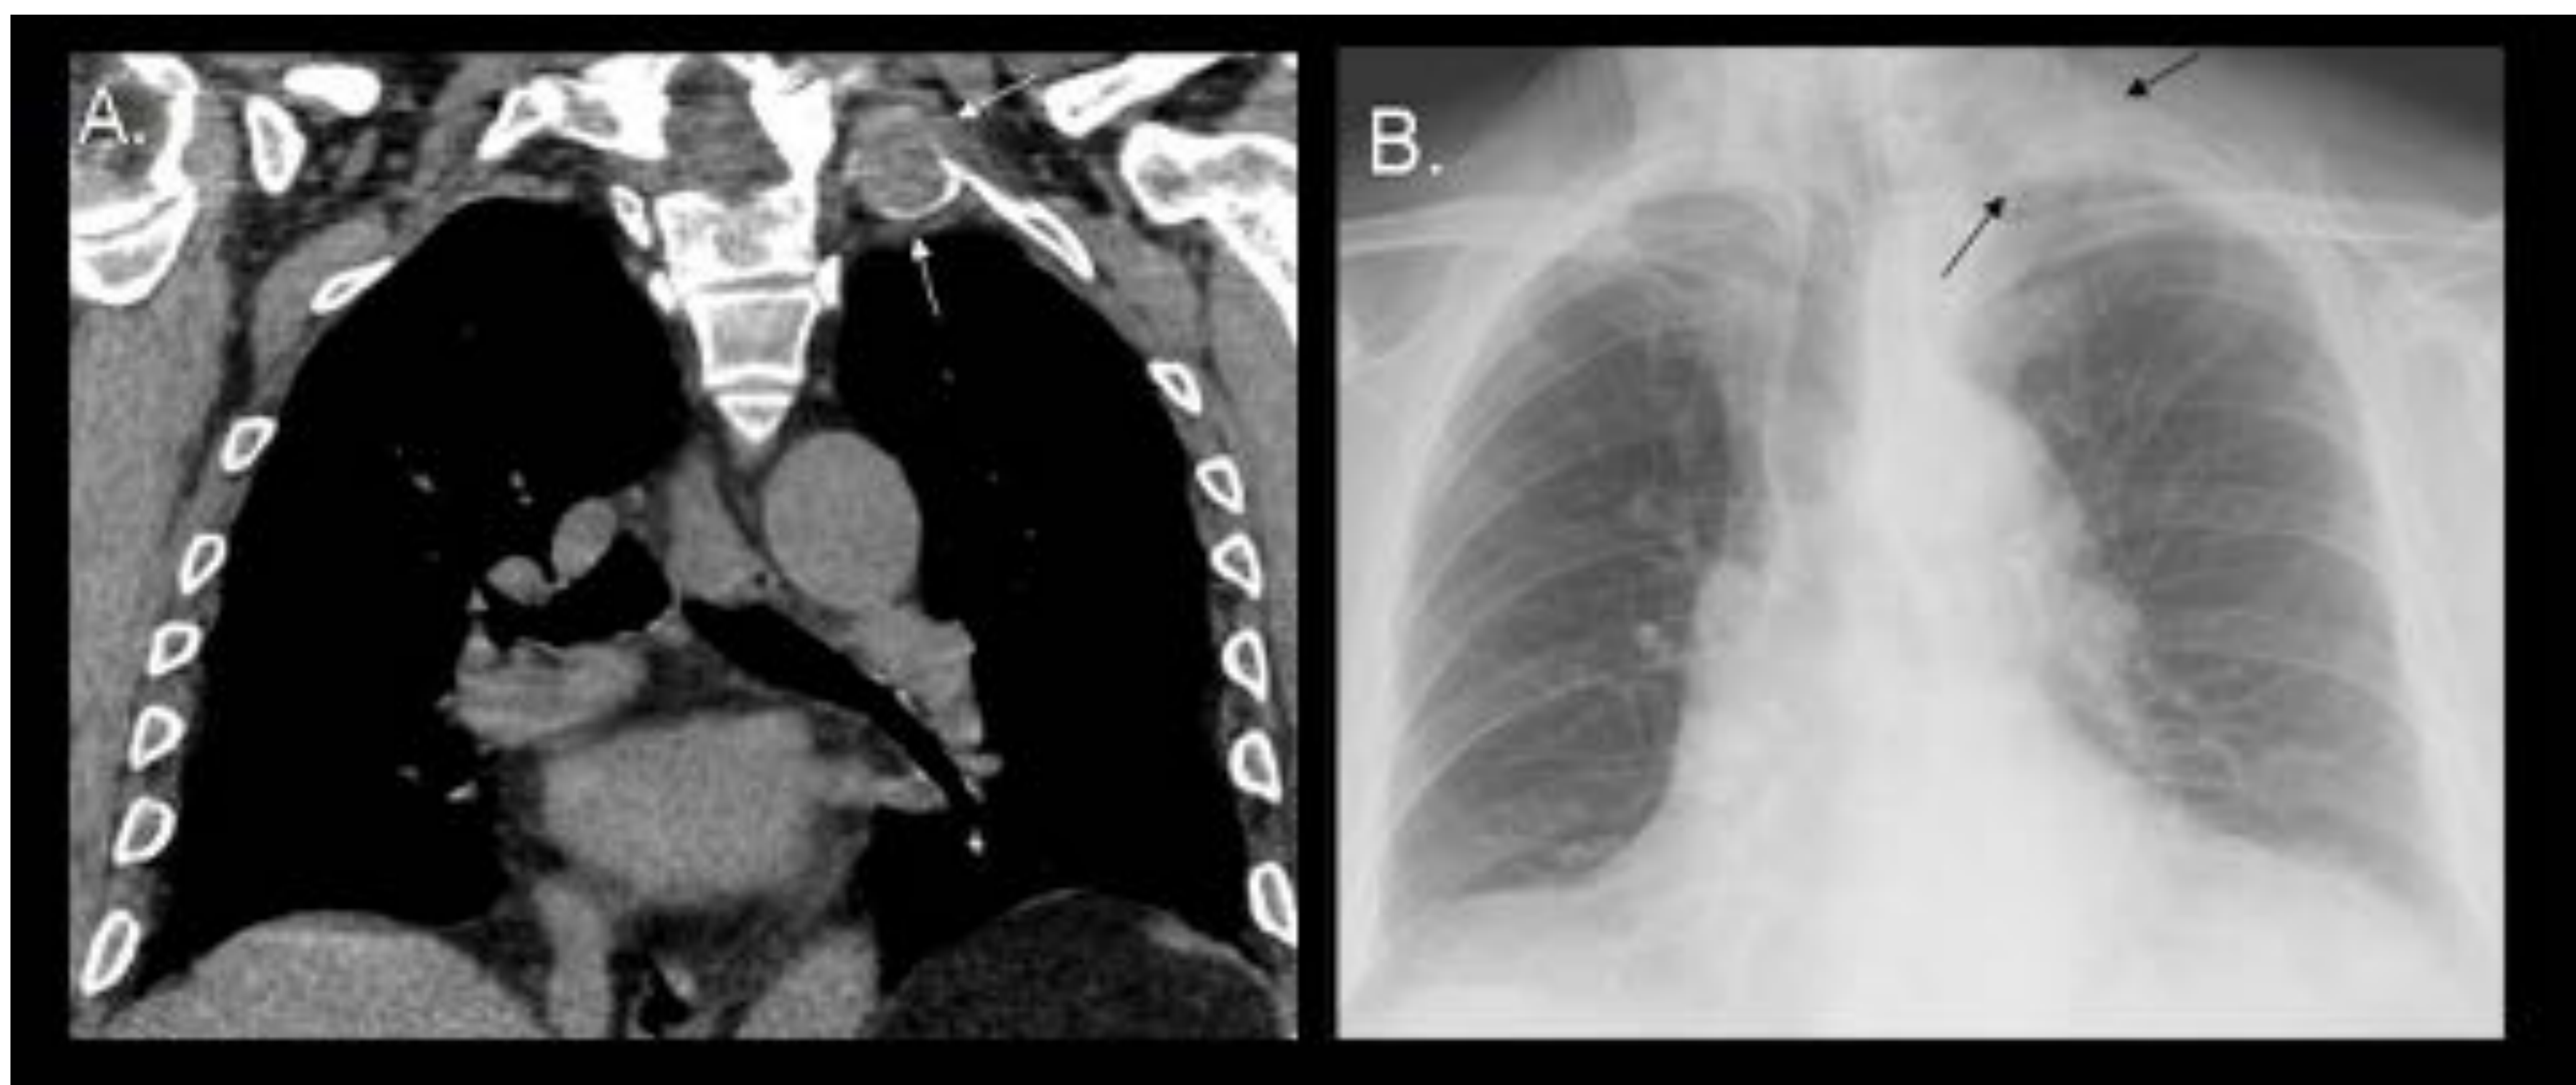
Metástasis de carcinoma folicular: Corte de TC de tórax simple en plano coronal (A) y Radiografía de tórax AP (B). En un paciente de 63 años con antecedente de tiroidectomía por un bocio multinodular con carcinoma folicular concomitante, se identifica en un control 9 años después una lesión lítica expansiva en el primer arco costal posterior izquierdo. En la segunda imagen se puede ver su correspondencia con la radiografía de tórax. El diagnóstico de metástasis se confirmó con BAG.
